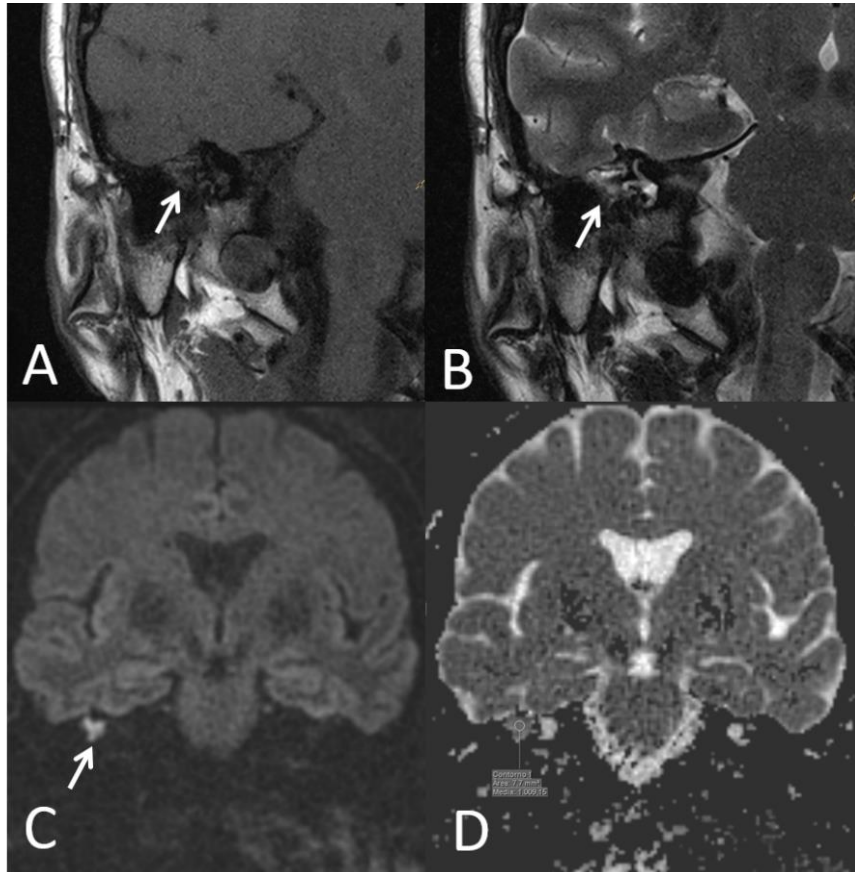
Colesteatoma en RM 3T. A. Coronal T1. B: Coronal T2. C: Coronal DW no EPI BLADE. D Mapa de ADC.
